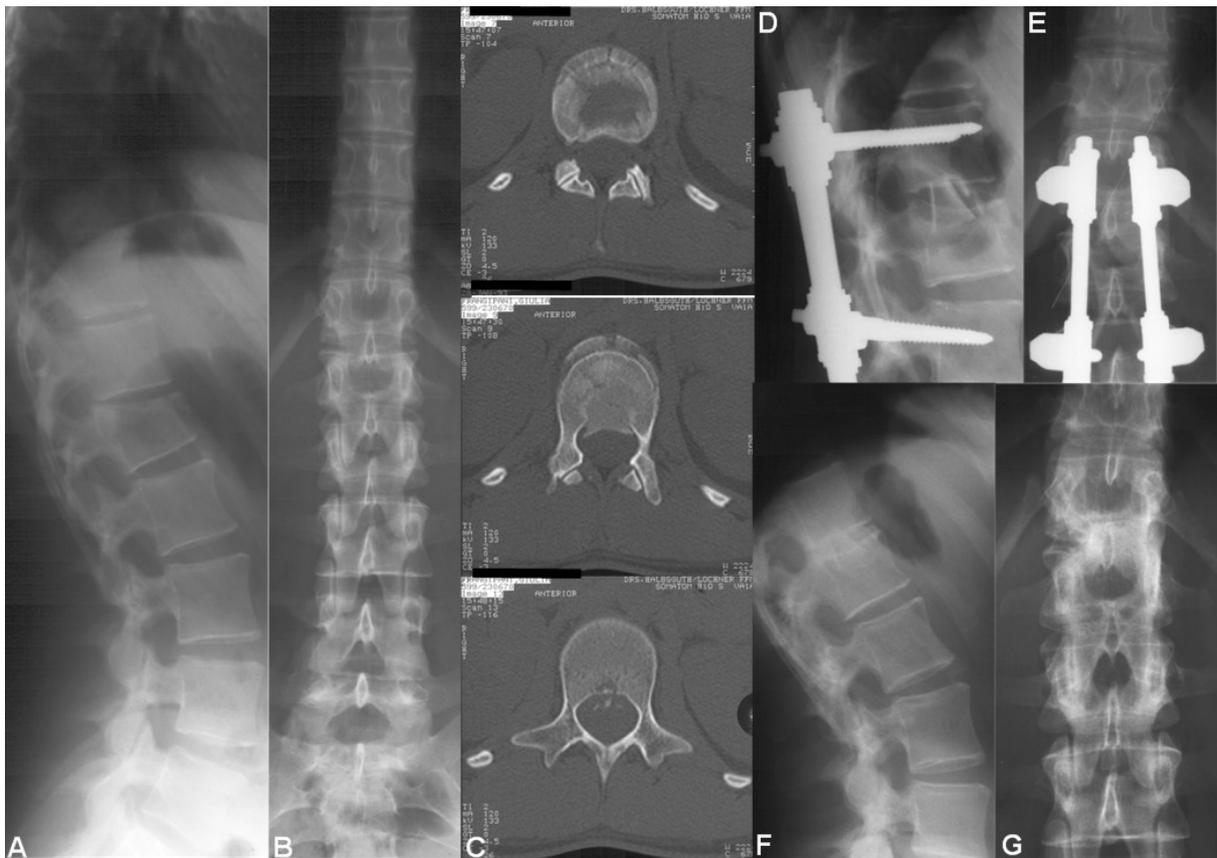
LWK 1 Fraktur (A3.1); AB posttrauma., C posttrauma. CT, DE postOP, FG 5 Jahre postoperativ nach ME; die Patientin gab bei Wiedereinbestellung an keinen Schmerz zu haben
